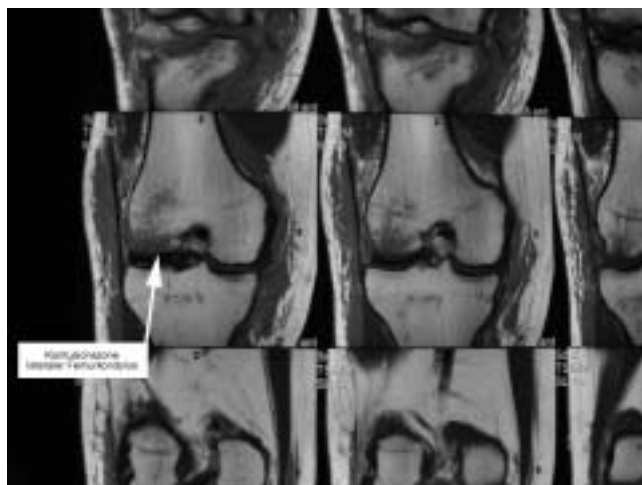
MRI koronar, T1 gewichtet: Kontusionszone im lateralen Femurkondylus.
